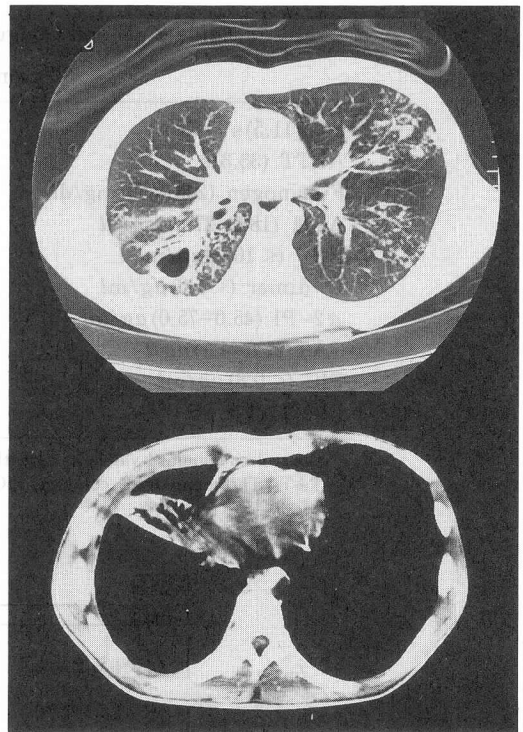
Top : Computed tomographic scan of the chest after drainage of pleural effusion shows infiltrates in bilateral lungs with a cavity in the right S<sup>6</sup>.
